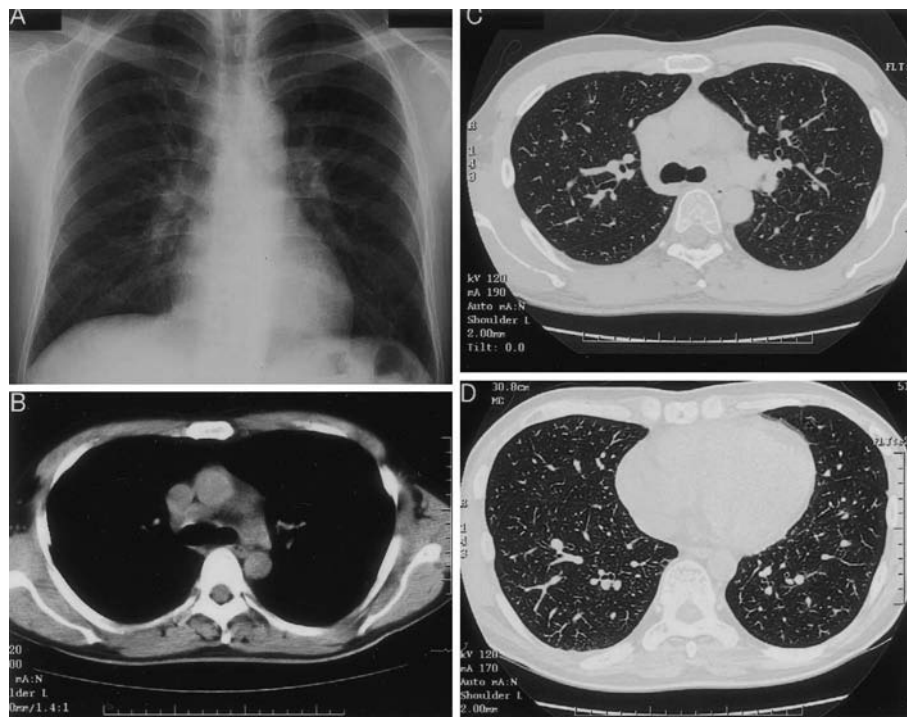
Chest X-ray film on admission revealed PA dilatation (A). Chest CT showed mediastinal lymphadenopathy, enlargement of the pulmonary artery (B) and multiple small nodules in many lobes. Thin section CT revealed dilatation of the peripheral pulmonary arteries (C, D).
